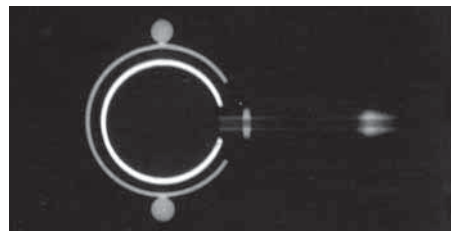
Cliché radiographique (vue de haut ou de bas) de la grande chambre d'injection implantable II du système LAP-BAND AP™.
